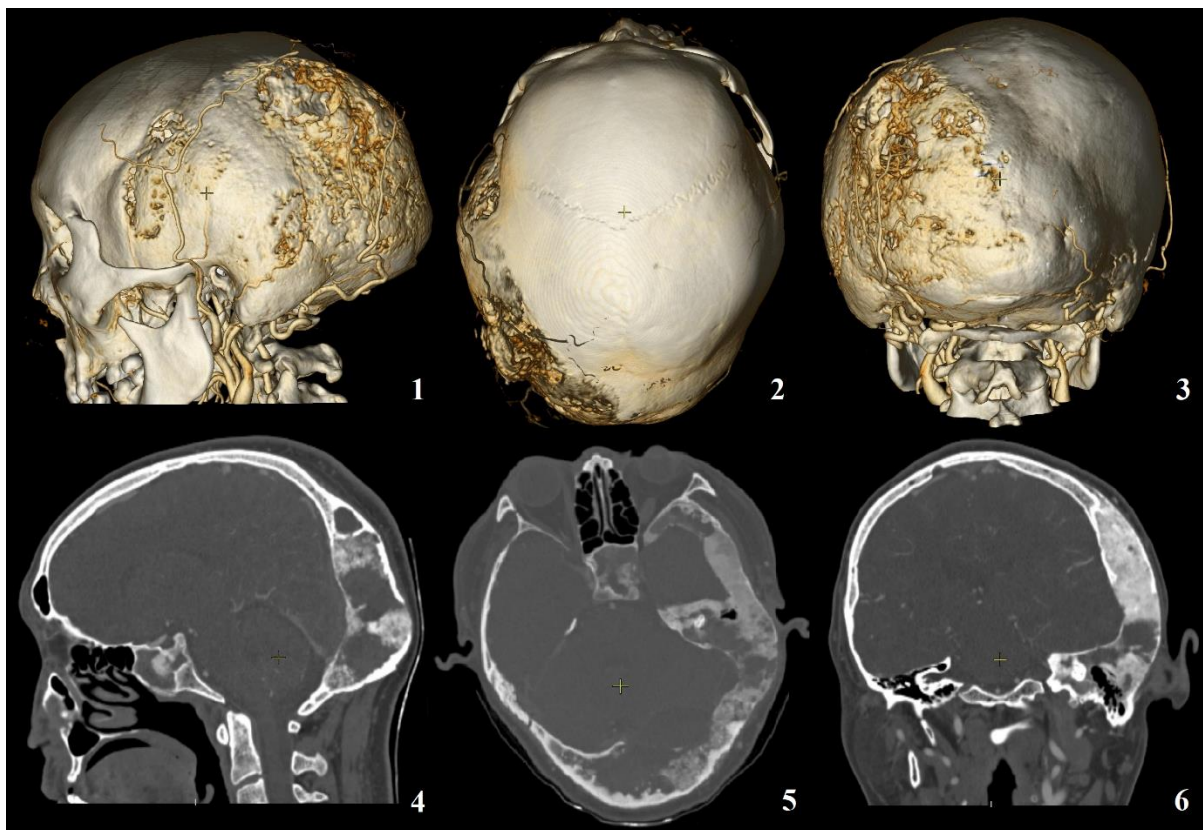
МСКТ 3D-реконструкция черепа больного до операции.
